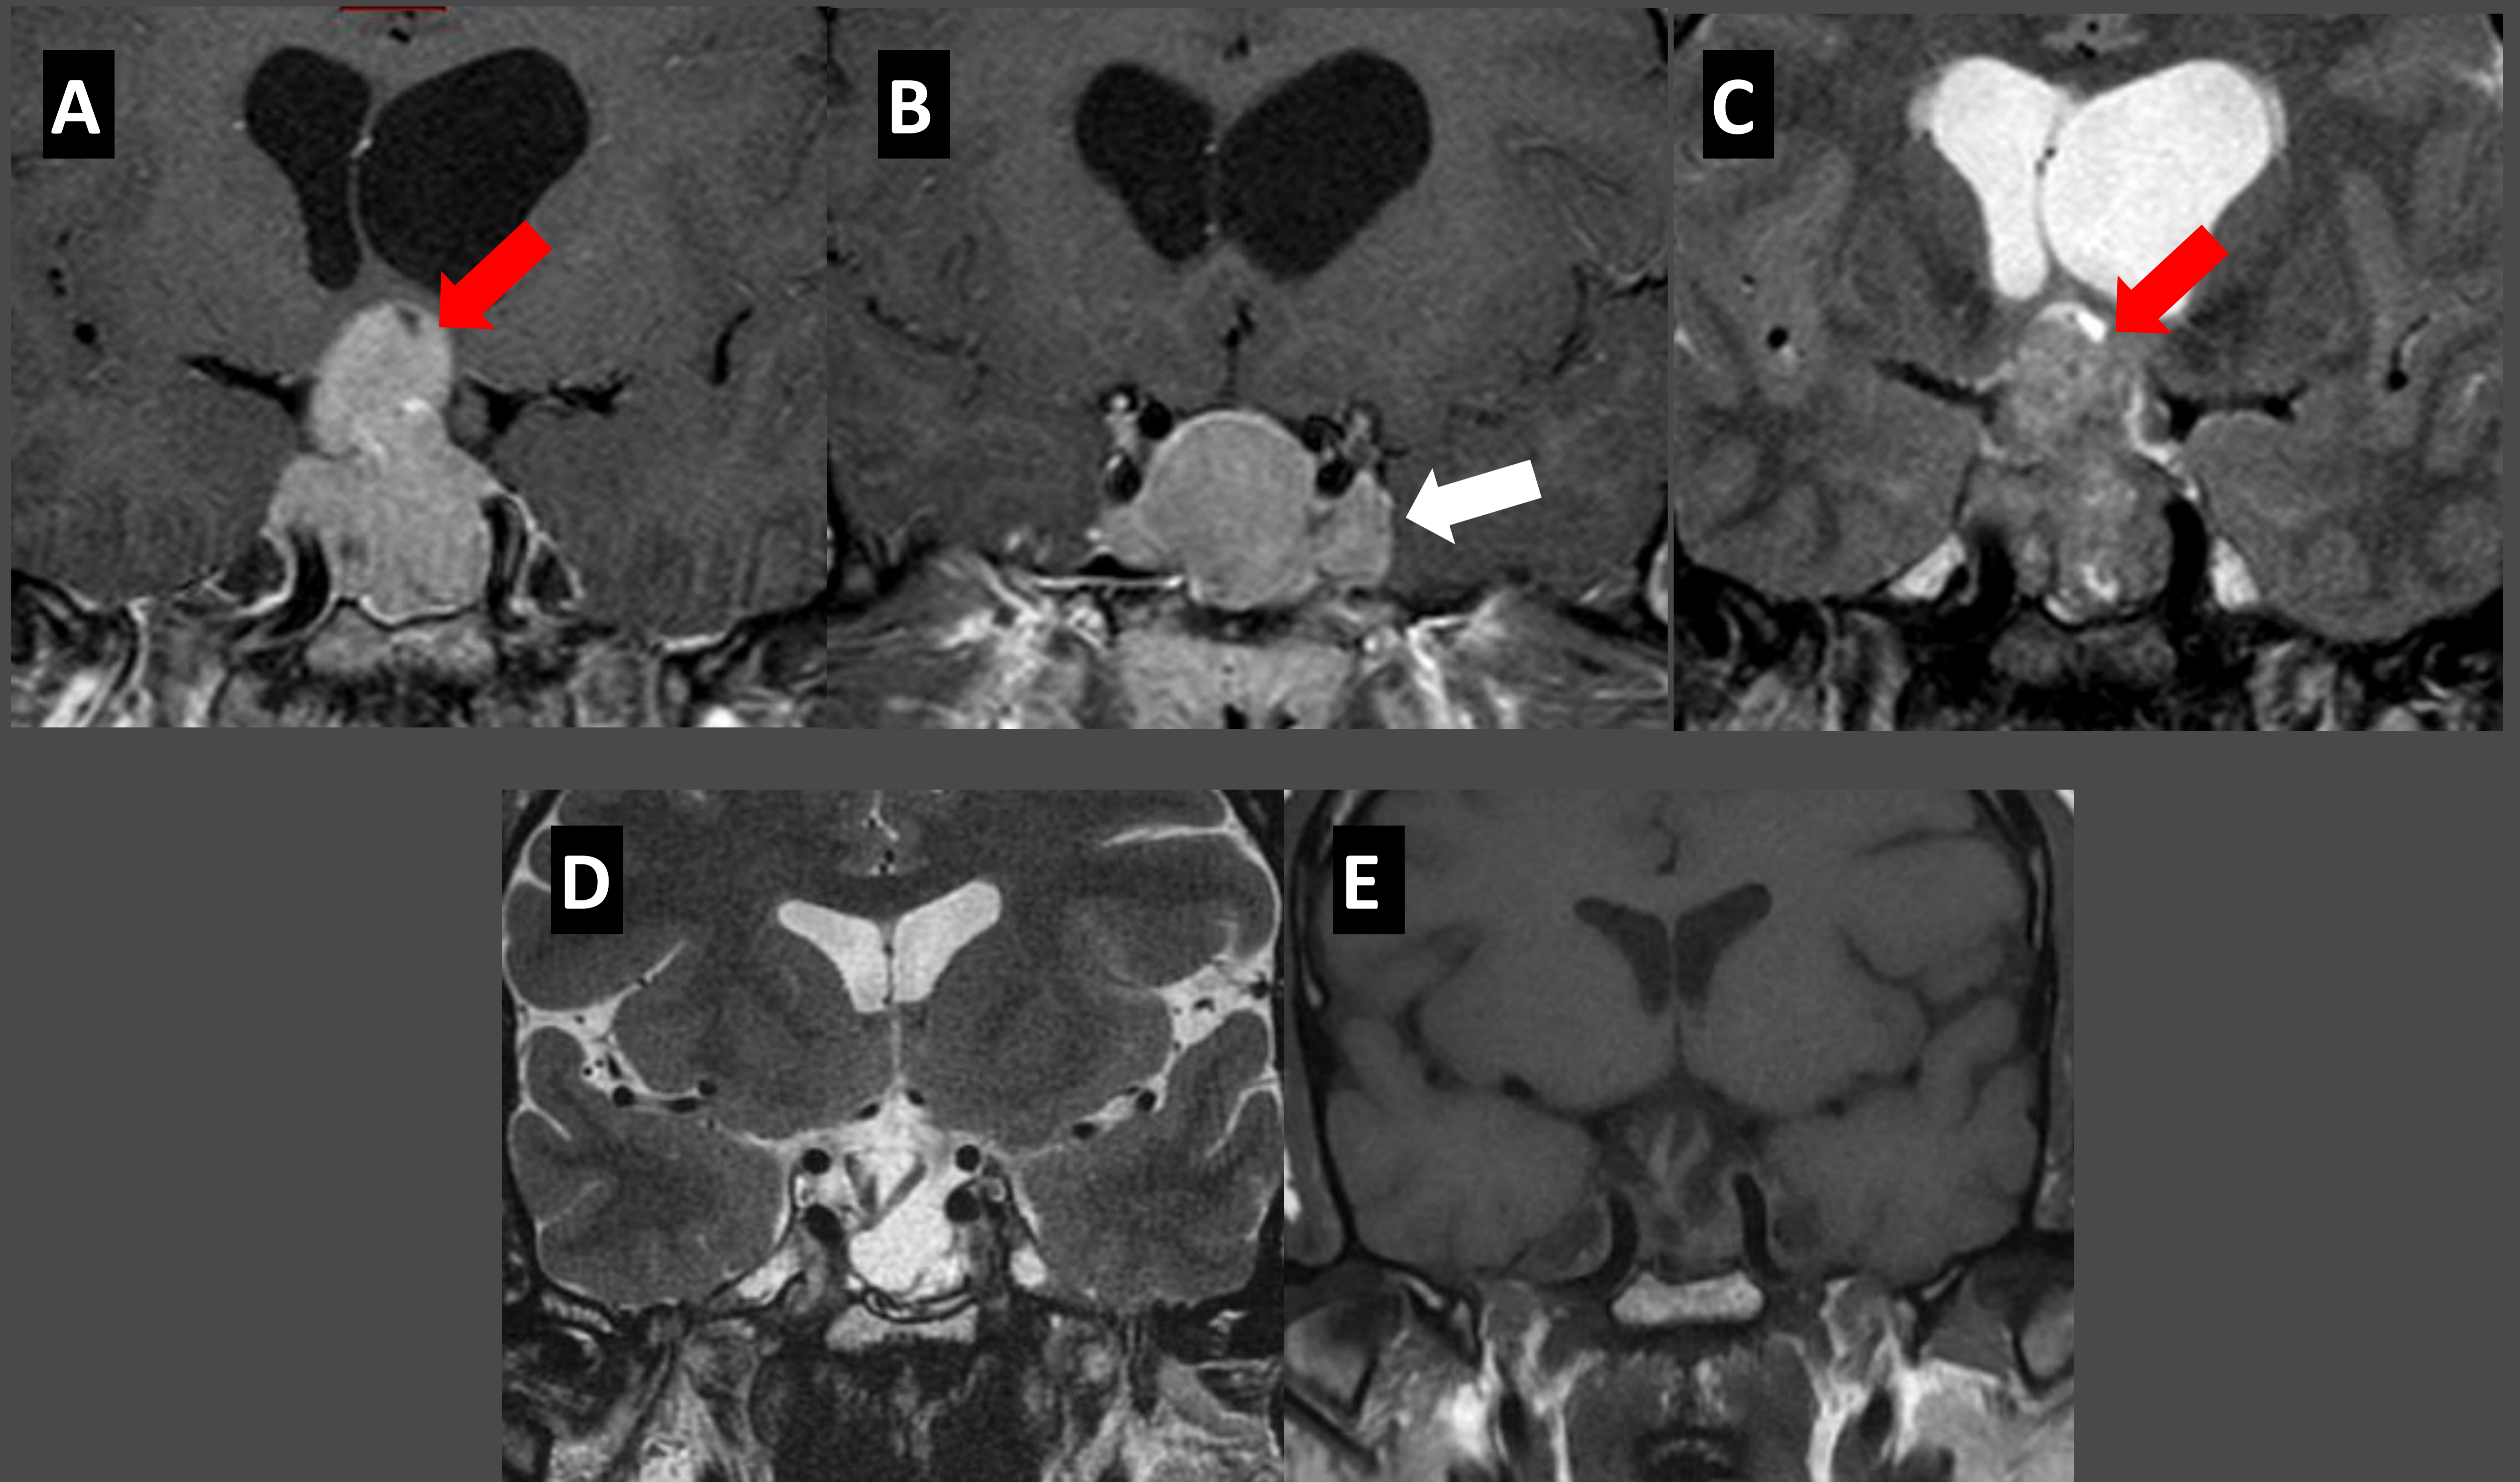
Macroadenoma productor de GH y prolactina. En RM de hipófisis (A, B, C,) se observa una masa selar con extensión a cisterna supraselar que produce efecto de masa en el suelo del III ventrículo (flechas rojas), infiltración de ambos senos cavernosos (grado 3b de Knosp, flecha blanca) y ocupación de seno esfenoidal. Se trató con Pasireotide intramuscular, observando una importante regresión de la lesión en el control realizado a los 18 meses (E, F).
